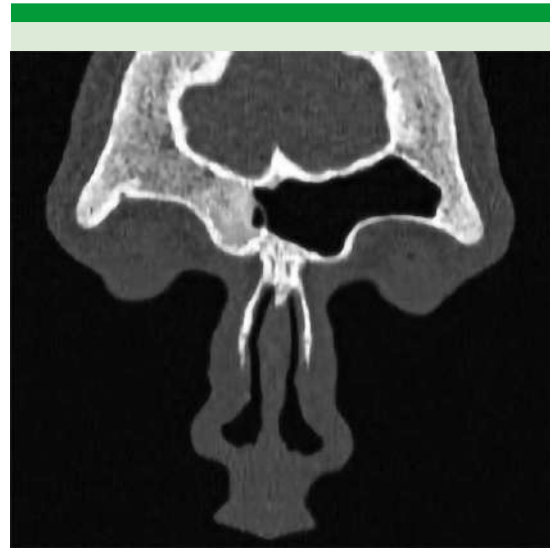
Tomografía axial computada de senos paranasales, en corte coronal, que muestra una lesión de 14 x 14 mm en el borde interno del arco supraciliar del hueso frontal derecho, que afecta al diploe del hueso, sin reacción perióstica ni rotura cortical.
